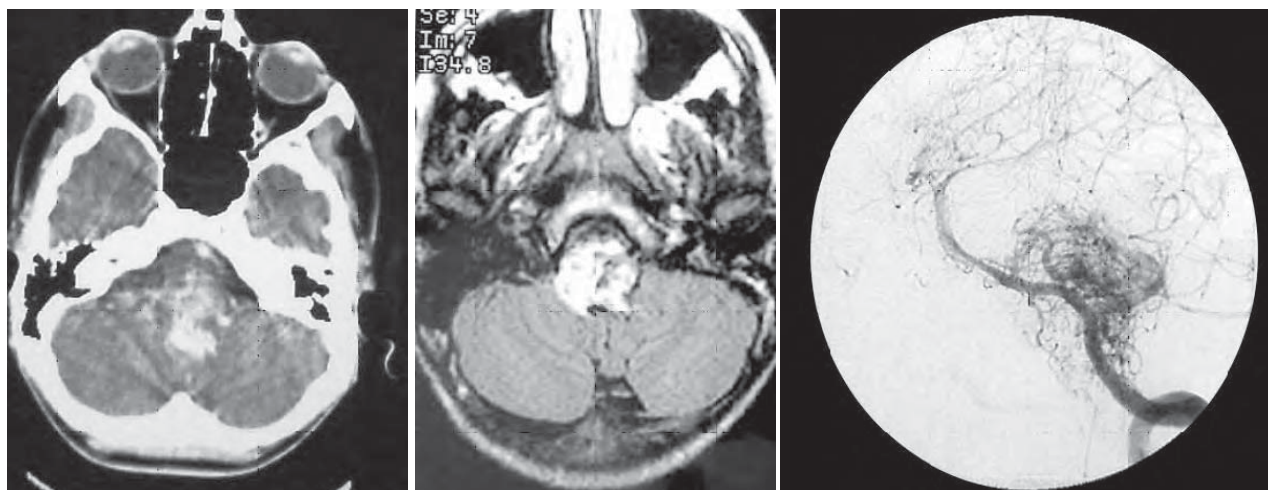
/1. Malformación arteriovenosa del tronco encefálico (TAC, RMI, arteriografía). Manifestación clínica: pentaplejía de instalación súbita en un joven de 16 años.
